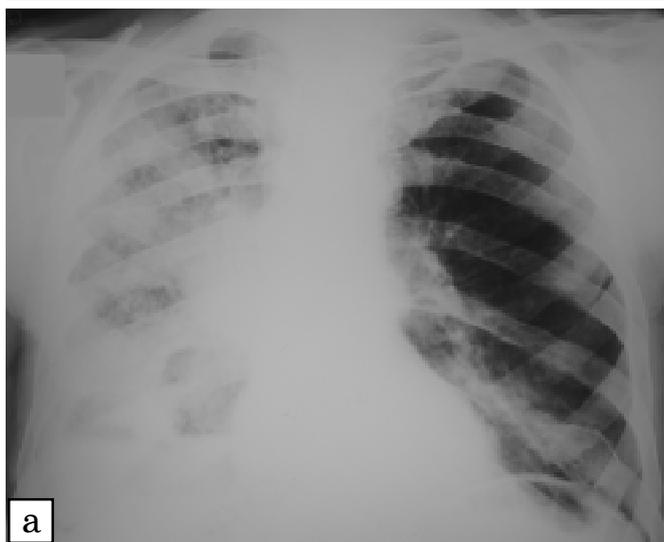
Рентгенограма хв. П., 56 р.: а — справа візуалізується тотальне затемнення неоднорідної структури, інтенсивність якого наростає донизу, на його фоні в нижньому полі візуалізуються рівні рідини — гангрена нижньої частки правої легені; зліва в нижньому легеневому полі медіально вогнищеві тіні зливного характеру; б — комп'ютерна томограма цього хворого: справа в нижній частці на фоні ділянки затемнення видно два рівні рідини
